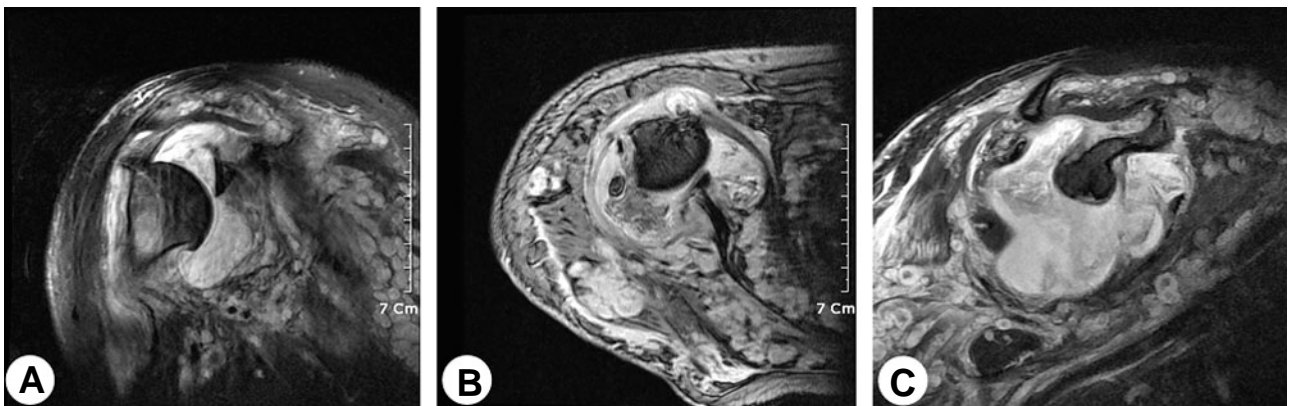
(A) Coronal T2-weighted magnetic resonance image shows subluxated shoulder joint with intraarticular hematoma. (B) Axial and (C) oblique sagittal images show neurofibromas of deltoid and rotator cuff muscles which are lobulated and "target" appearance with peripheral hyperintense with central hypointensity.
